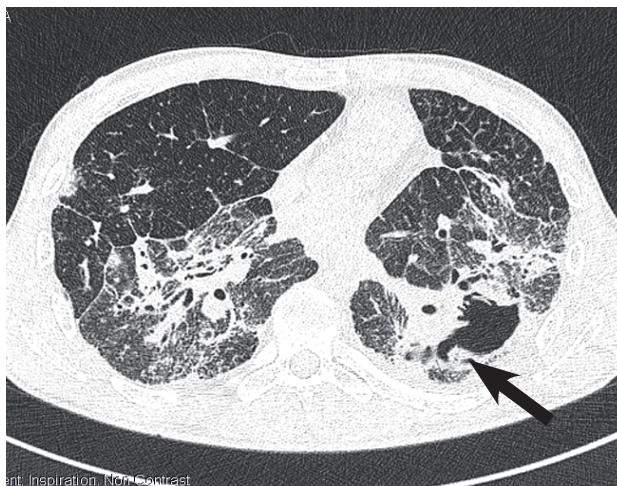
КТ органов грудной клетки от 10.12.13 г.: незначительная положительная динамика; полость, расположенная в S6 левого лёгкого, с патологическим образованием с прослойкой воздуха сохраняется
